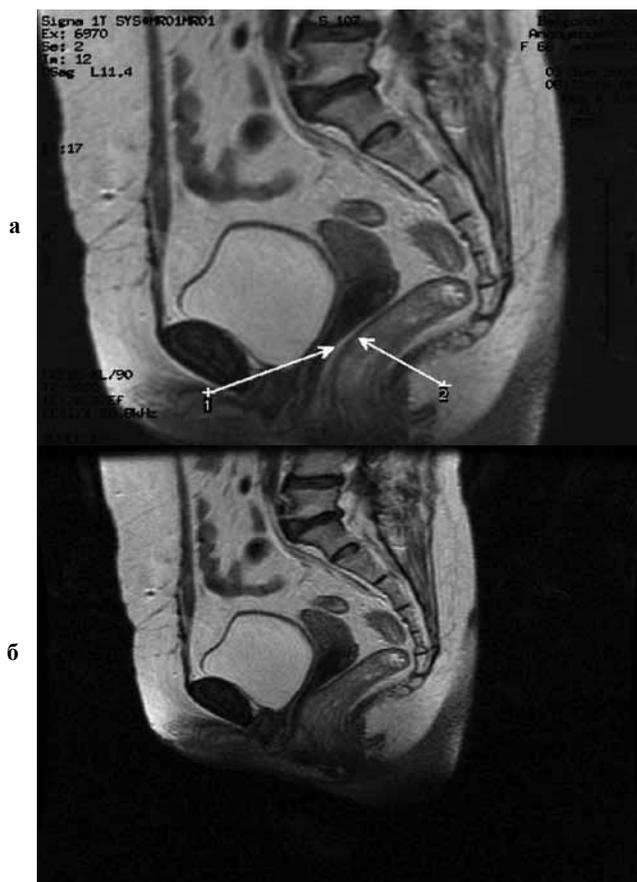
МР-томограммы в сагиттальной проекции: а - апоневроз Денонвиллье в норме у нерожавшей женщины 25 лет (aponевроз показан стрелками); б - истончение апоневроза у женщины с ректоцеле.
